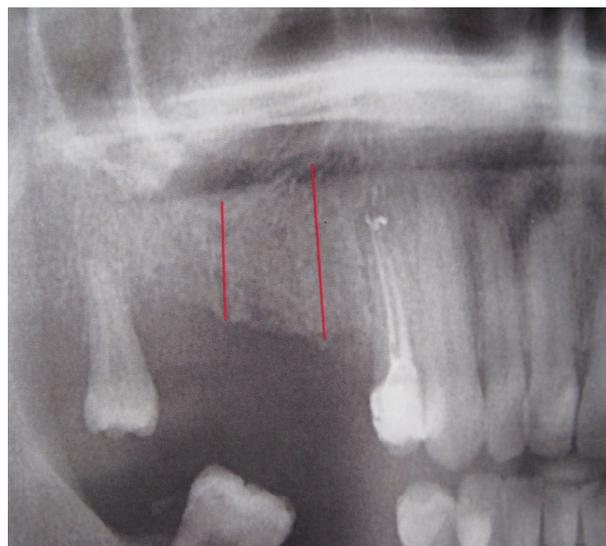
Рентгенография верхней челюсти в области ранее функционирующего ороантрального сообщения.
